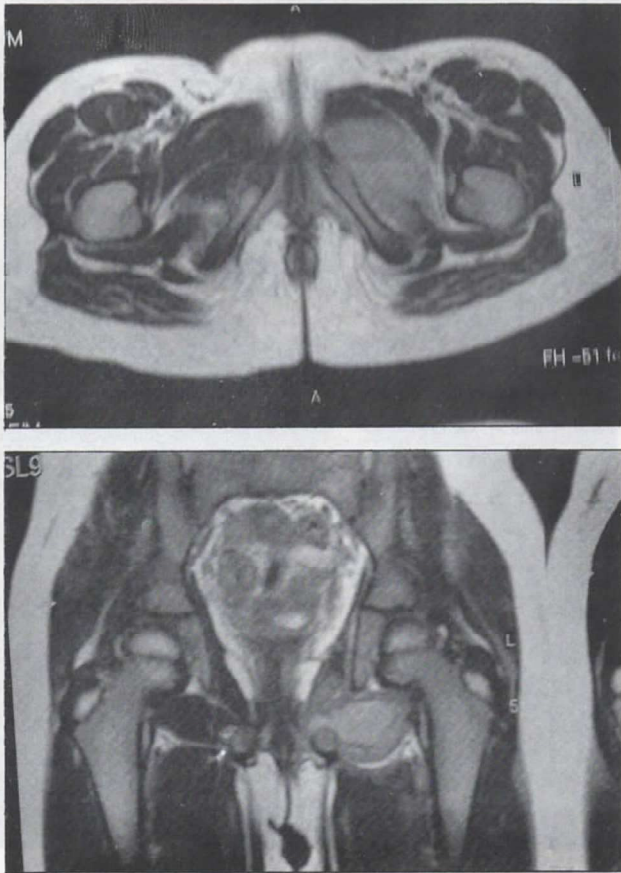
Resonancia de control. Se insinúa un nivel dentro del obturador externo y se define una posible pared, esto sugiere formación de absceso maduro.
